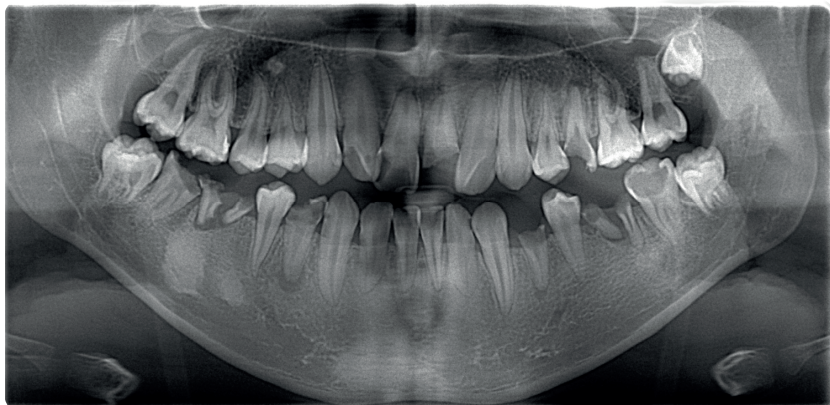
Ортопантомограмма подростка 15-ти лет
